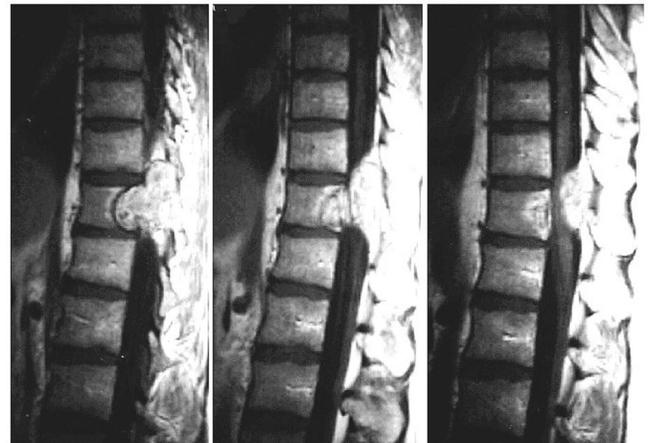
Resonancia magnética, cortes sagitales con contraste.
